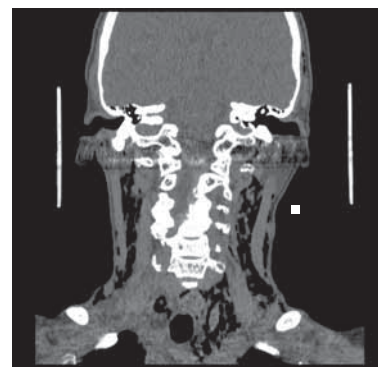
TAC collo e torace: sezione sagittale con evidenza di enfisema sottocutaneo al collo bilaterale ed al mediastino a sinistra.
